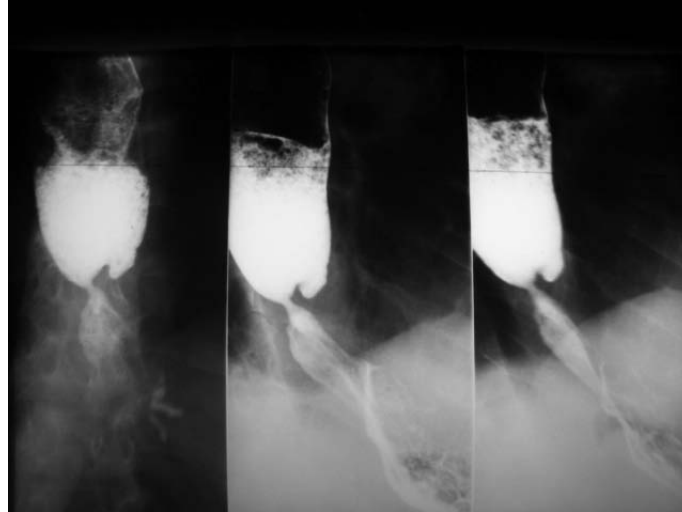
Рентгенограма пацієнтки з постлучевою стриктурою пищевода
